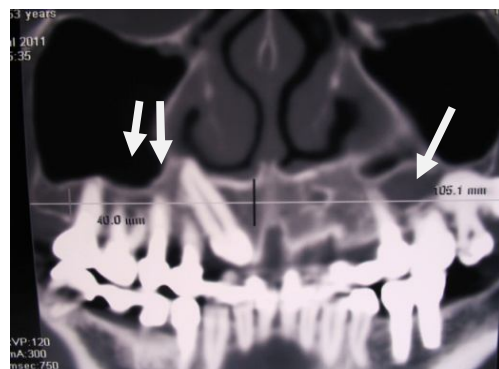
Реформат костей лицевого черепа МСКТ в развернутой проекции через 12 месяцев после электроцистэктомии.
